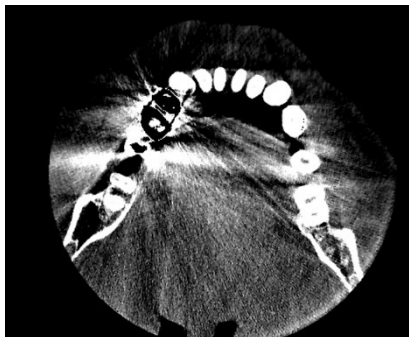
Immagine radiografica preliminare del caso clinico
